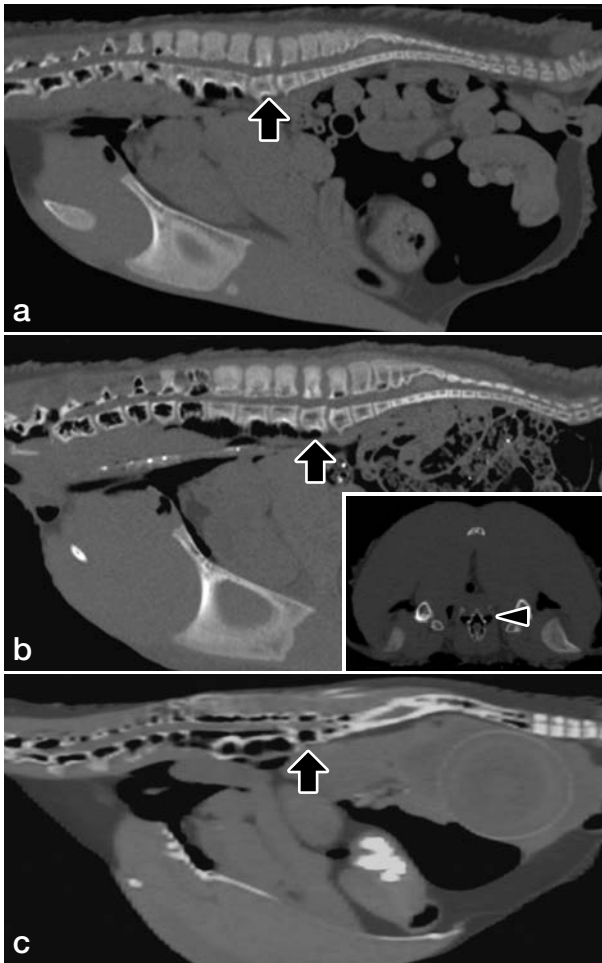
X線CTによる脊椎の正中矢状断面 (WL 300, WW 1500)
